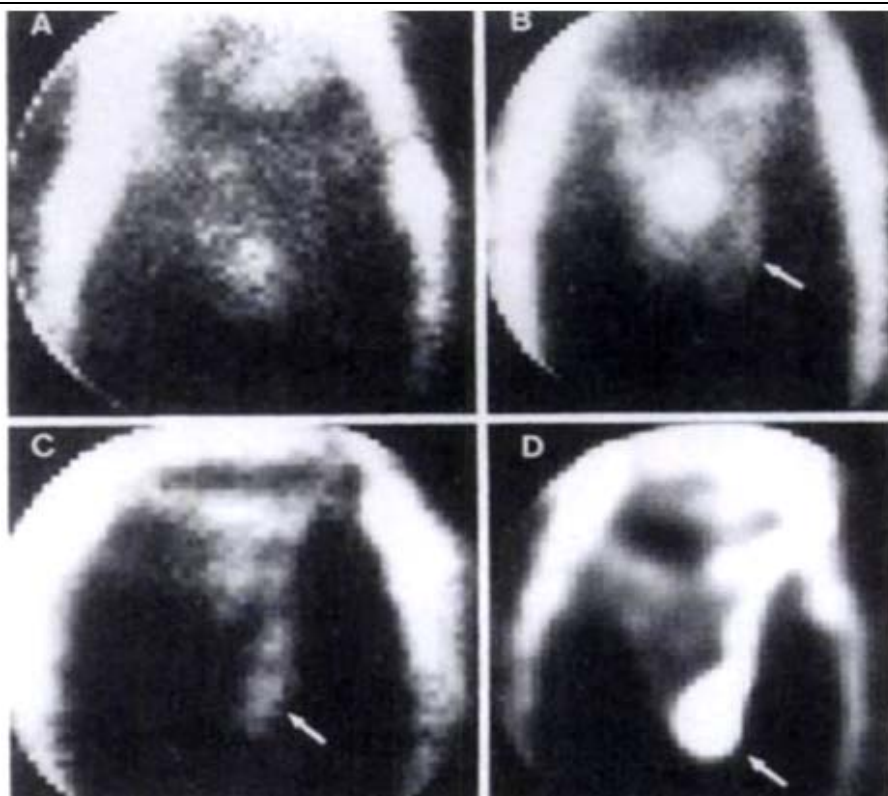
Aspect descintigraphie des différents grades de varicocèle [60]. A. Grade 0 (normal), B. Grade 1 (minime), C. Grade 2 (modéré), D. Grade 3 (intense).
